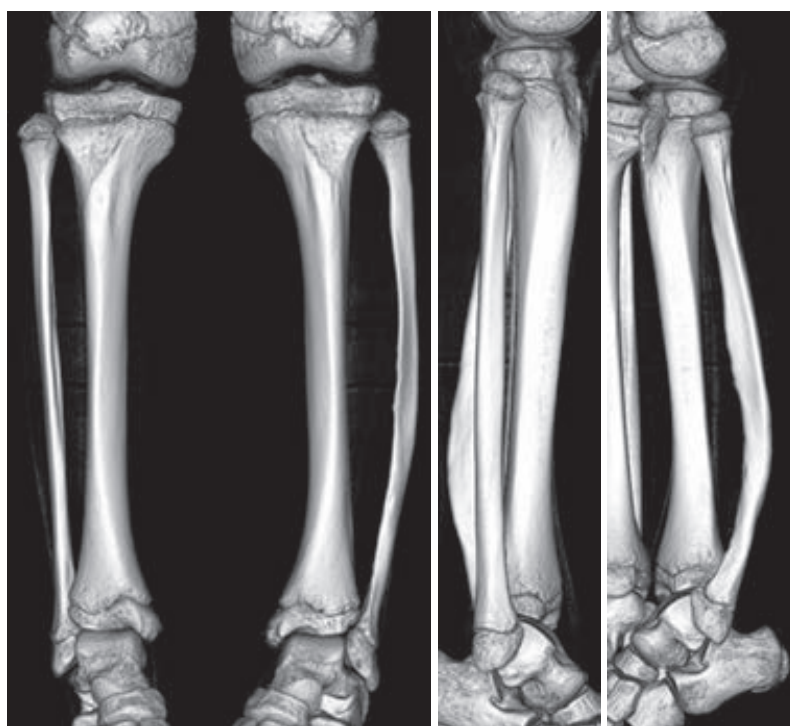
術前 3D CT 側面像で外果形状に差異を認めた
